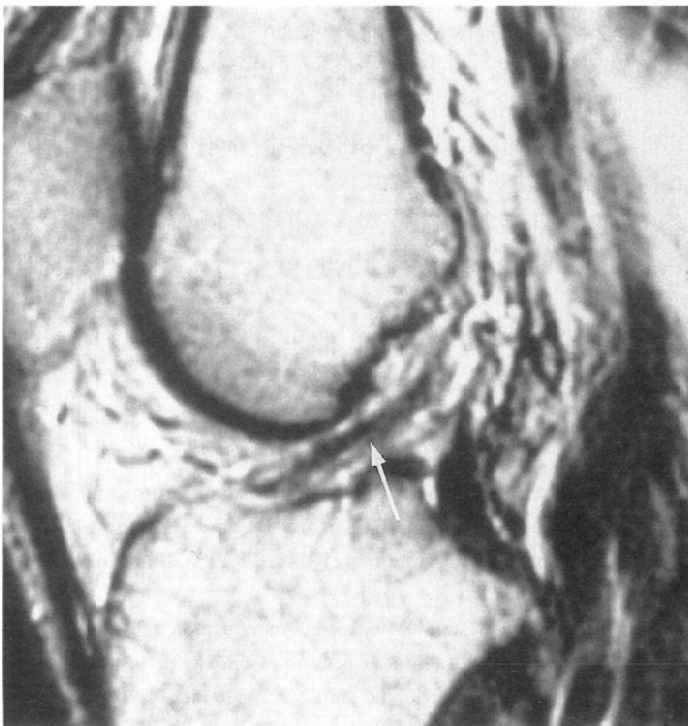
Case 9 : A 19-year-old man. A continuous band with elongation. A sagittal MR image (SE 2000/80) of the knee with chronic ACL tear. A ligamentous band bridges between the expected attachments, but the curved course of the band suggests elongated fibrous scar (arrow).
